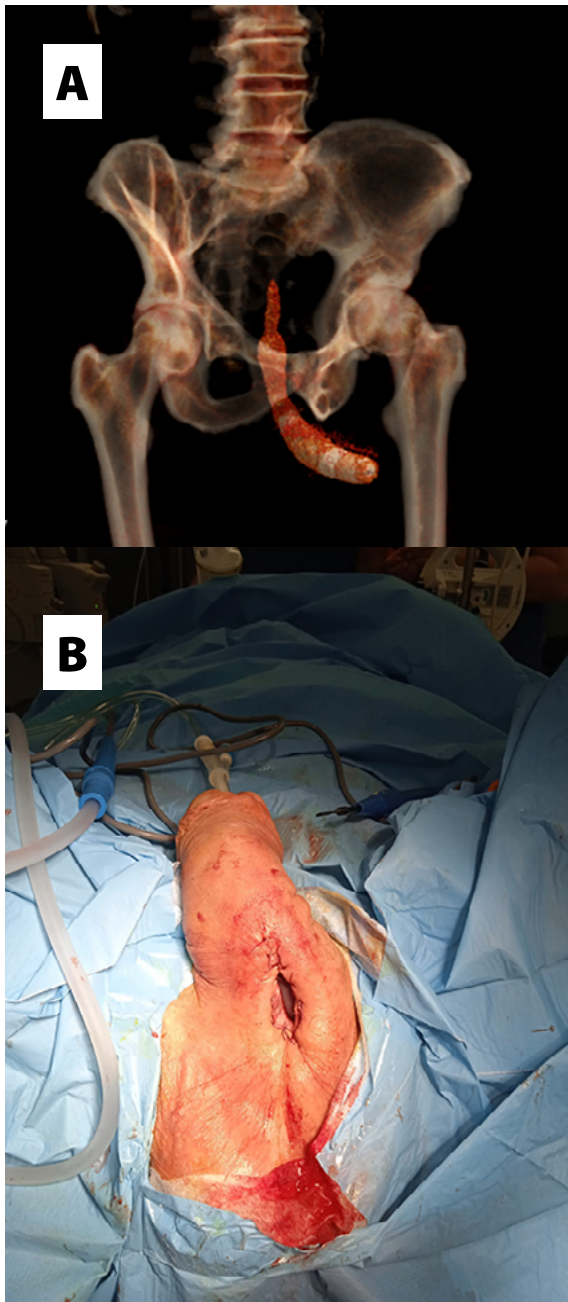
Nativní CT po zavedení cizího tělesa (vibrátoru) do uretry (a); revize uretry s jeho odstraněním a marsupializací uretry (b); převzato z (8)
